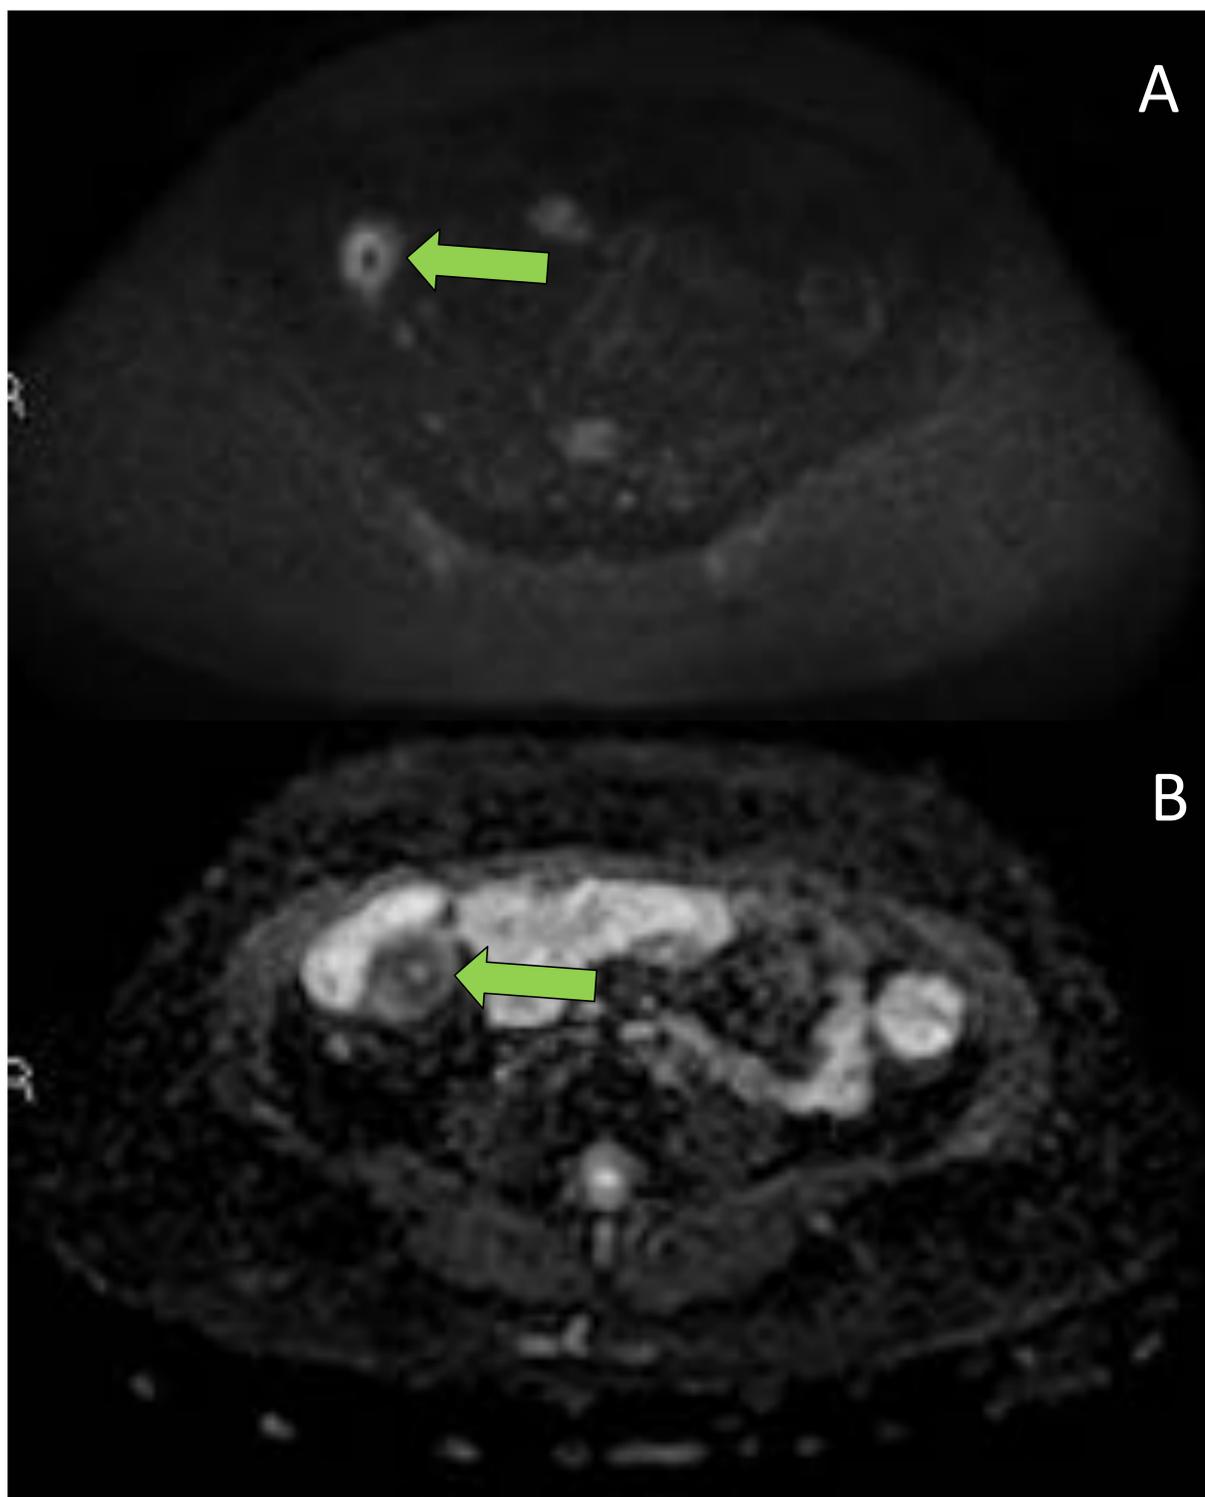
Estudio de difusión donde se pone de manifiesto un aumento de la señal de forma concéntrica de un segmento de ileon terminal (imagen A, secuencia de epidifusión-DWI) que se traduce en restricción de la señal en el mapa del ADC (imagen B) en relación con signos de actividad inflamatoria aguda.
